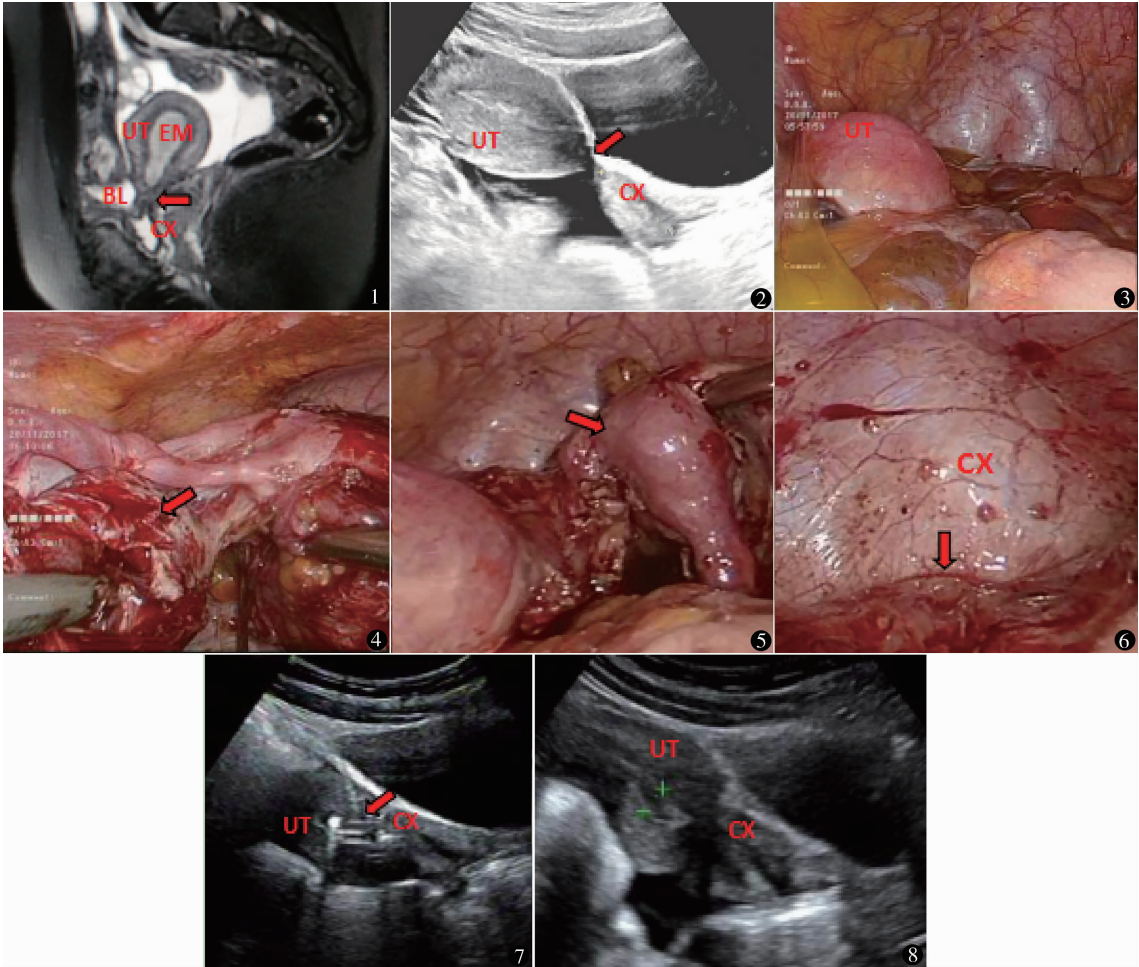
MRI 子宫正中矢状面(抑脂 T2WI 像):子宫呈后倾位,位于膀胱后方;宫体中央高信号为宫内膜及宫腔内容物,中间内肌层呈低信号(结合带),周围外肌层呈中等信号,宫颈峡部中断(箭头),与剩余宫颈不相通,宫颈峡部处挛缩似瘢痕组织形成(UT:子宫体;CX:子宫颈;EM:子宫颈内
